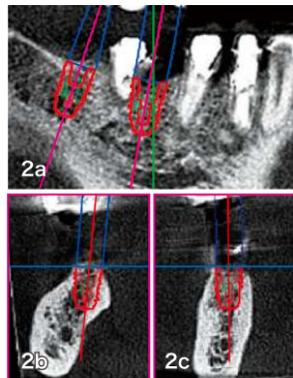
7は顎舌側筋窩が大きく陥凹している。2bは断面を見ると、6は問題ないことがわかりますが(図2c)、7の舌側は大きく陥凹していることがCTで確認できました(図2b)。パノラマではわからない顎骨形状がCTでは一目でわかるので安心できます。
